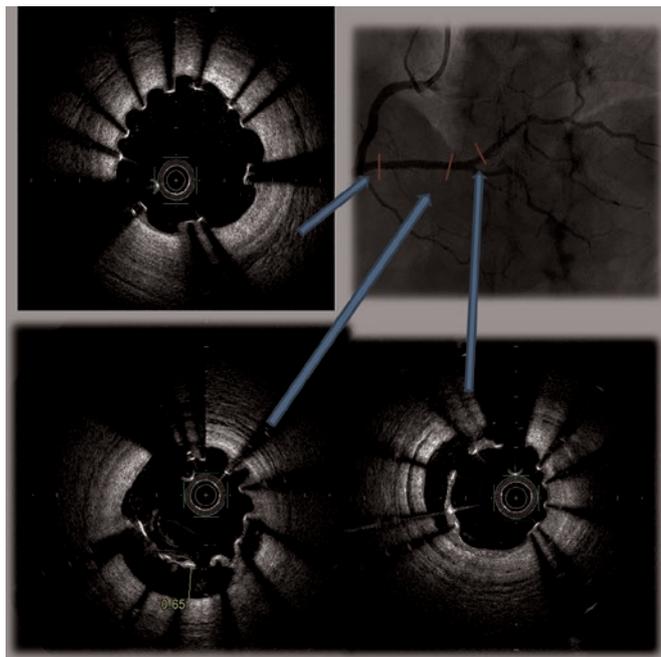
Angiografía y tomografía de coherencia óptica a las 6 semanas.
